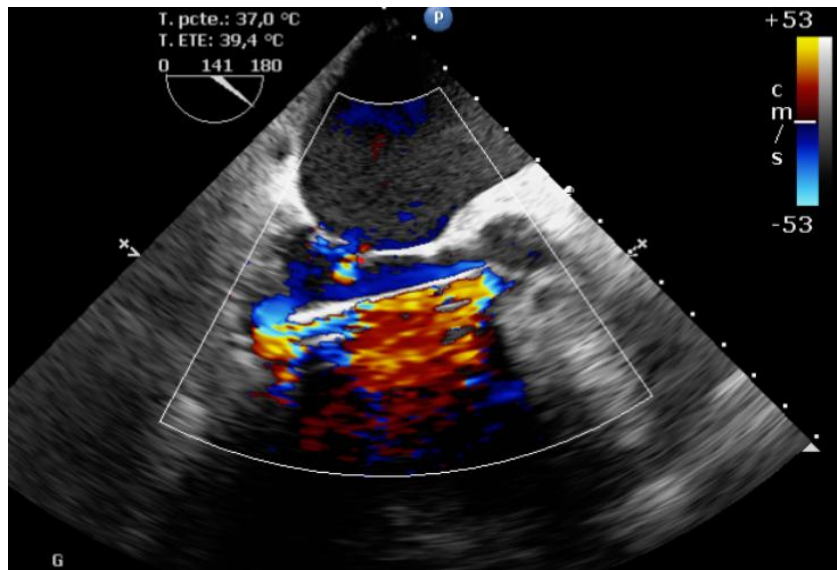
Ecocardiografía transesofágica plano 3C con Doppler color, donde se visualiza cánula del impella avanzada (>3,5cm del teardrop) impactada cara posterolateral.
